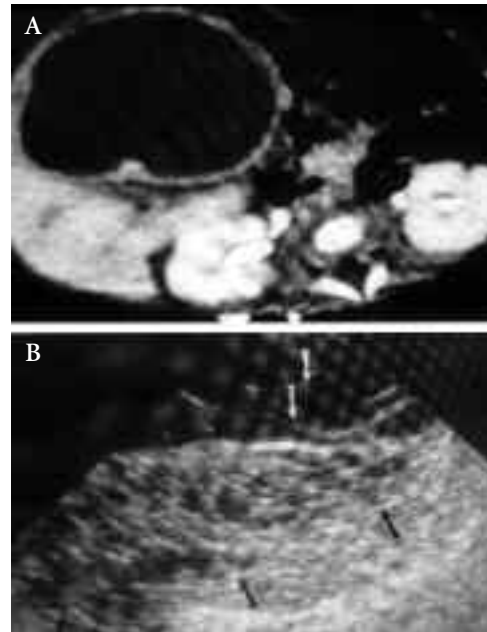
Hamartoma mesenquimal. Tumor hepático que en TC tiene aspecto hipodenso quístico y que en ecografía se muestra multiseptado.
